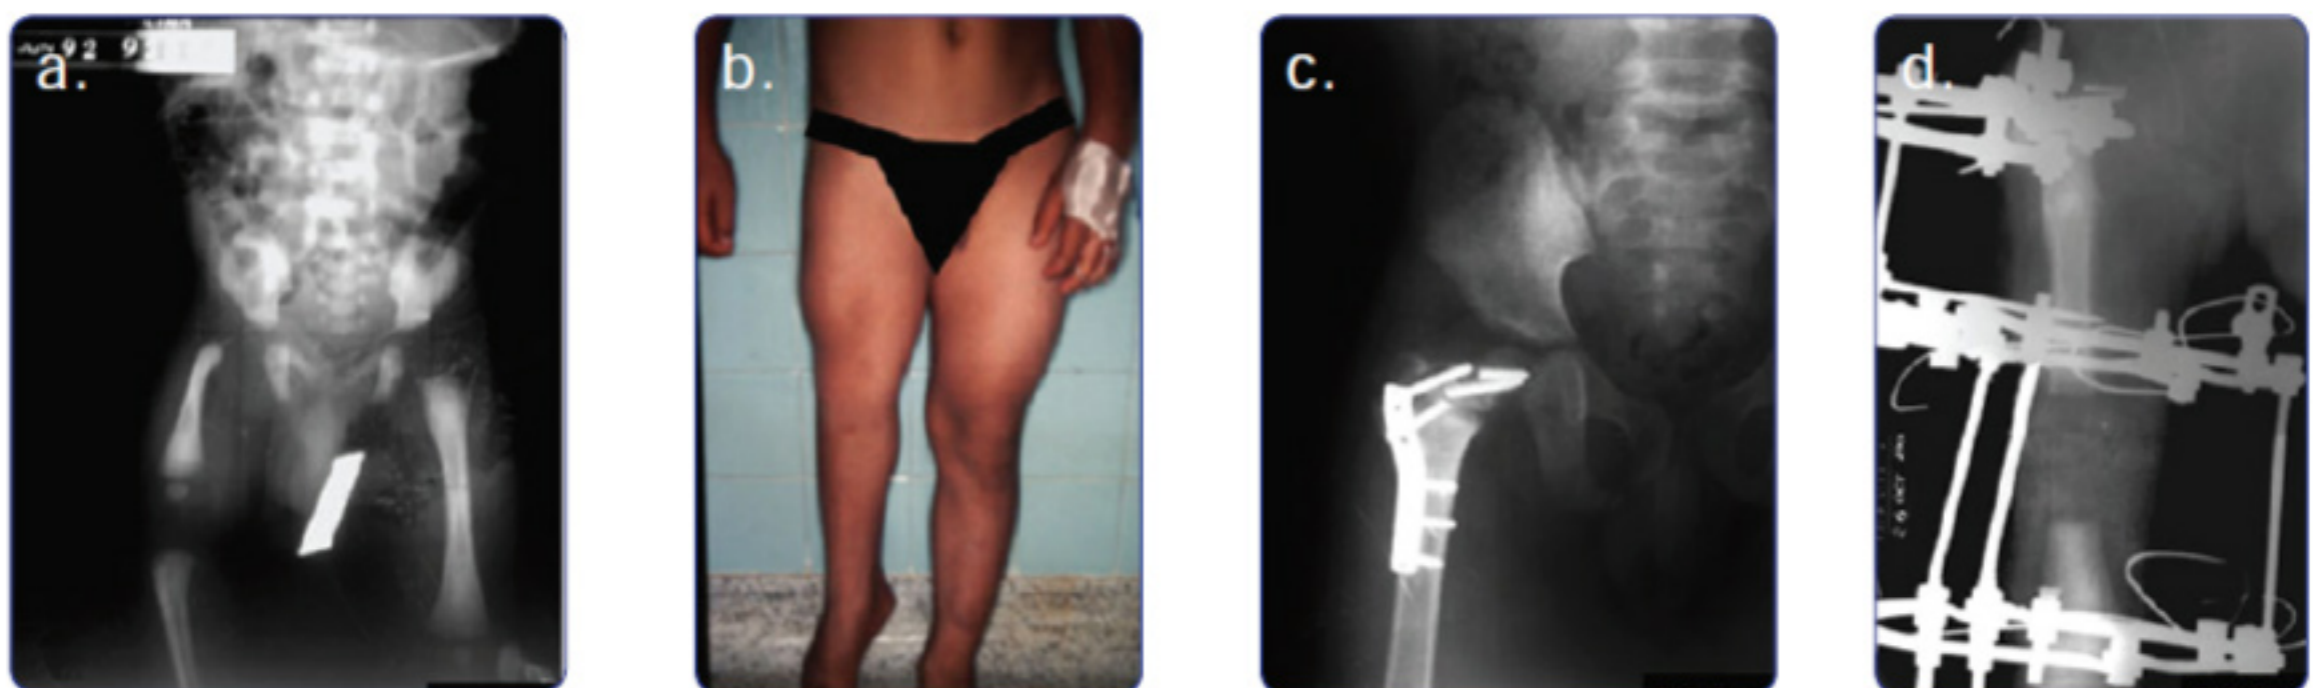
Paciente RC, primer tiempo quirúrgico. a) Radiografía de pelvis que muestra el fémur al nacimiento. b) Aspecto prequirúrgico a los 8 años de edad. c) Osteosíntesis fallida y pseudoartrosis persistente del cuello a los 8 años. d) Alargamiento femoral progresivo de 11 cm más osteotomía valgizante del cuello femoral y resolución de la pseudoartrosis.
